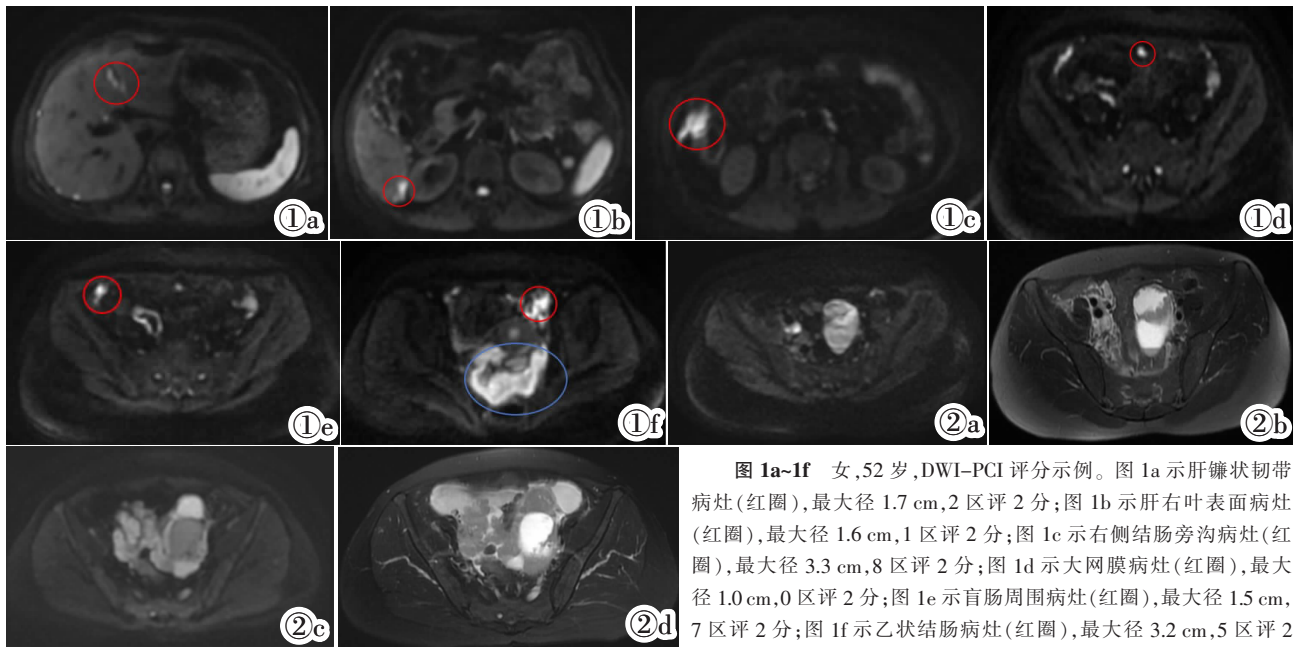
~1f 女,52 岁,DWI-PCI 评分示例。图 1a 示肝镰状韧带病灶(红圈),最大径 1.7 cm,2 区评 2 分;图 1b 示肝右叶表面病灶(红圈),最大径 1.6 cm,1 区评 2 分;图 1c 示右侧结肠旁沟病灶(红圈),最大径 3.3 cm,8 区评 2 分;图 1d 示大网膜病灶(红圈),最大径 1.0 cm,0 区评 2 分;图 1e 示盲肠周围病灶(红圈),最大径 1.5 cm,7 区评 2 分;图 1f 示乙状结肠病灶(红圈),最大径 3.2 cm,5 区评 2
